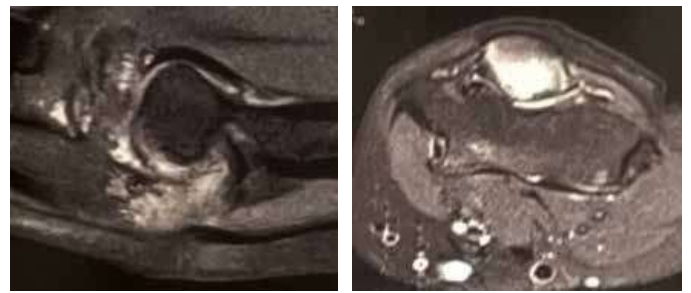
Ressonância magnética do cotovelo esquerdo ponderada em T2, corte sagital (A) e corte axial (B), evidenciando destruição da cartilagem articular, derrame articular e sinovite.
